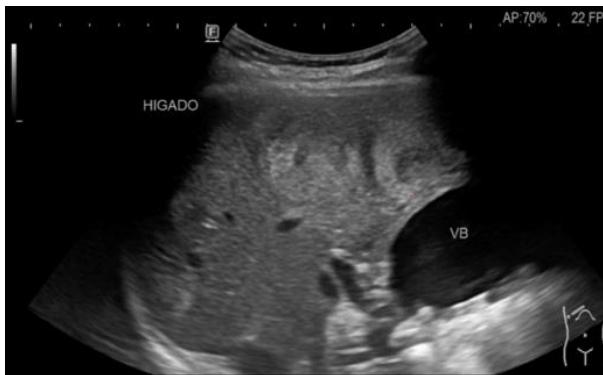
Ultrasonido hepático y de vías biliares con nódulos hepáticos múltiples. Quiste en lóbulo hepático izquierdo. Hídrops Vesicular
